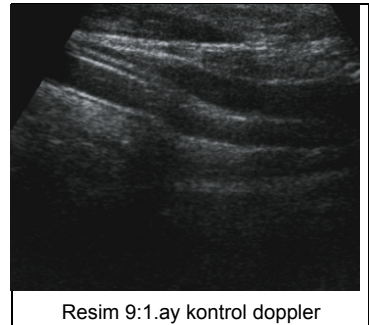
1.ay kontrol doppler
